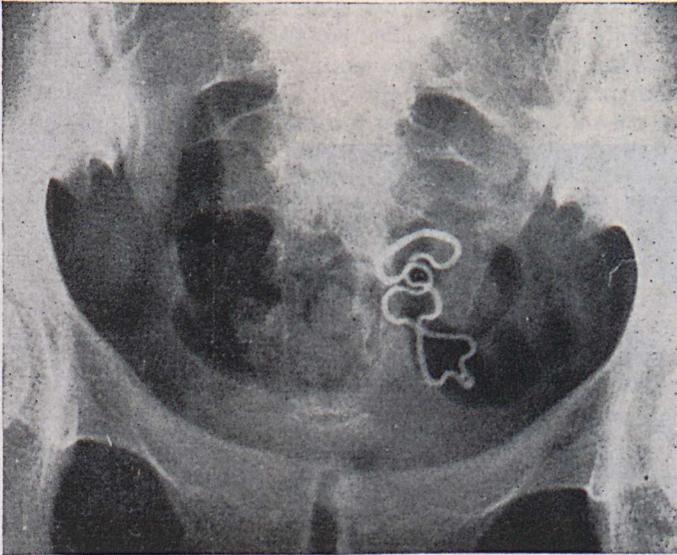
Röntgenübersicht mit deutlich deformiertem IUP im sinistronierten Uterus
